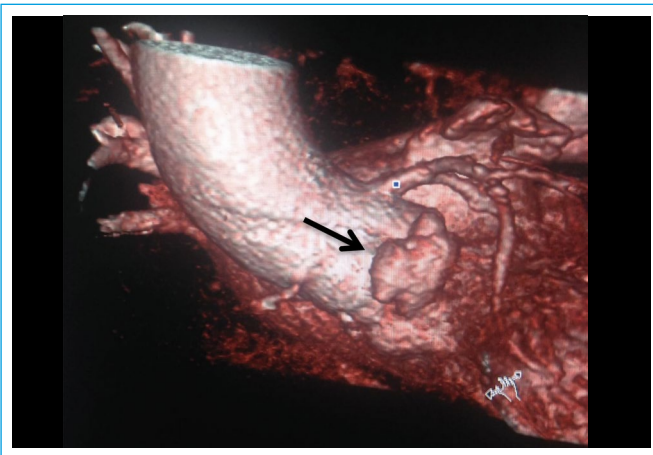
Cardio-TC. Reconstrucción tridimensional (*volume rendering*). Detalle de la raíz aórtica. La *flecha* señala la imagen de sacular compatible con un pseudoaneurisma aórtico
